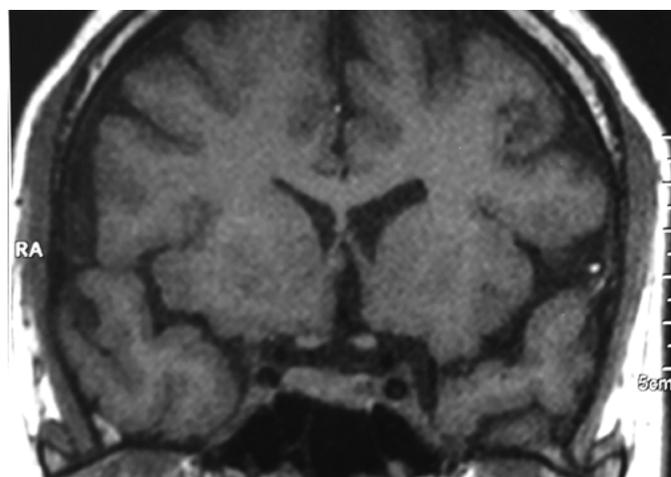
1Б. МРТ головного мозга пациентки Ж. с аденомой гипофиза на фоне лечения
